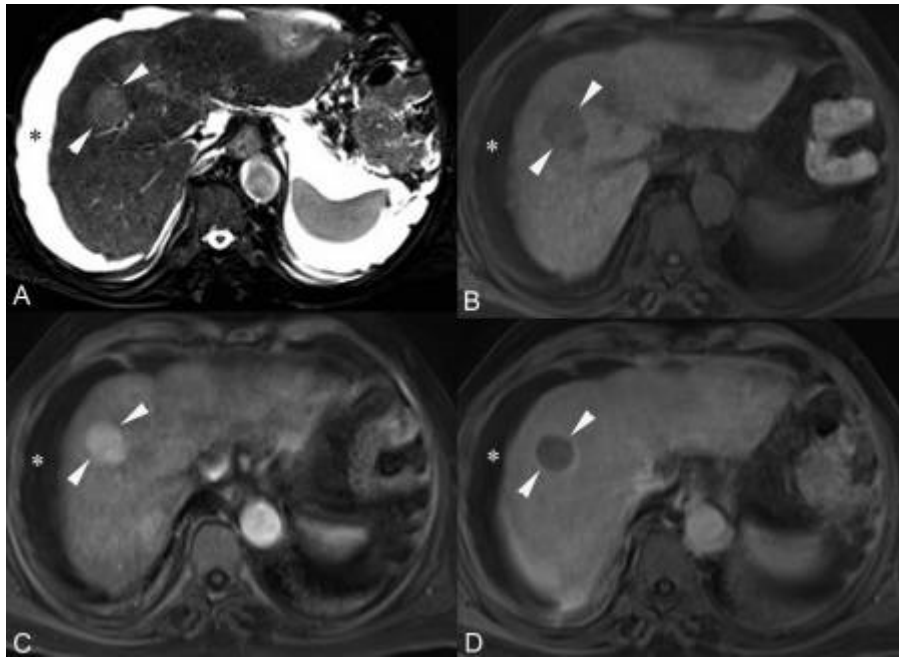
IRM d'un CHC dans un foie de cirrhose (flèches)[228]
